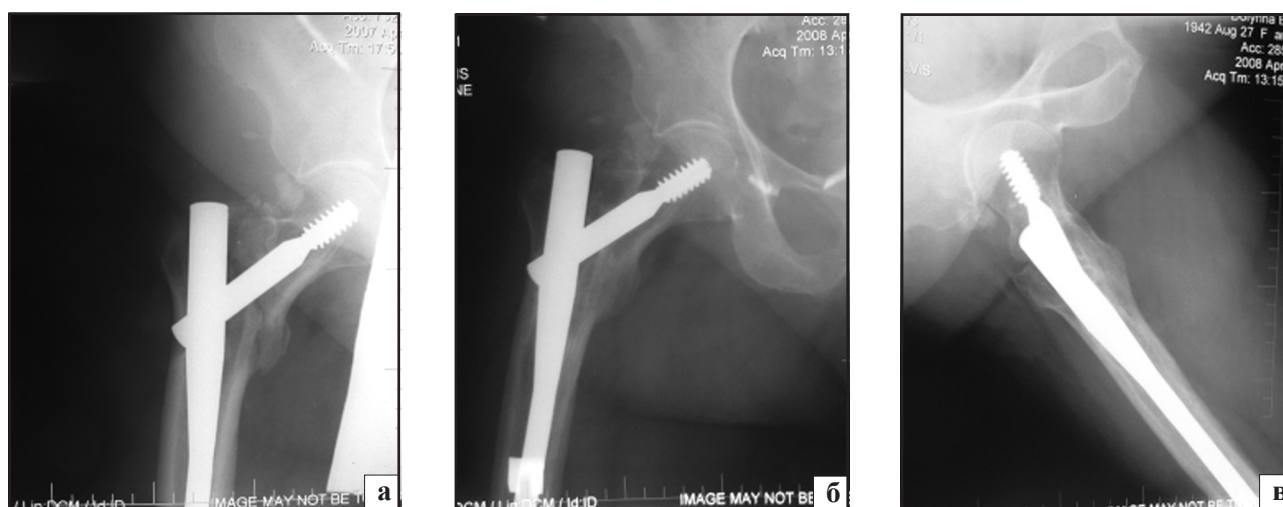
Рентгенологічний контроль після операції (а) та через рік (б, в).
